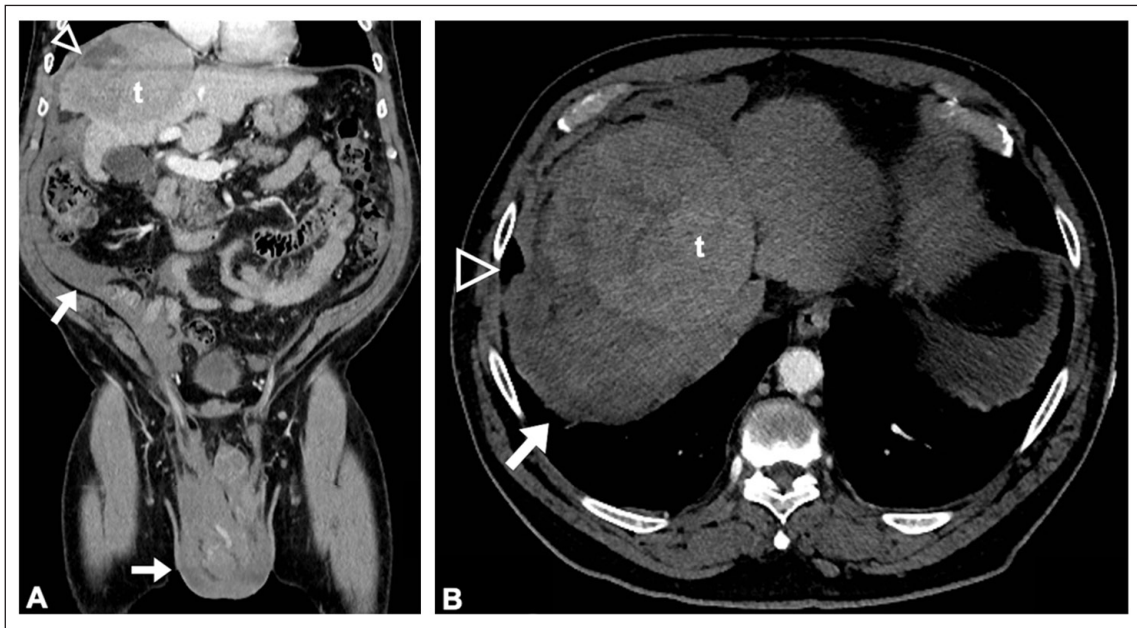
Tomografía computada de abdomen y pelvis con contraste intravenoso. Reconstrucción coronal (A) y corte axial (B). Masa en el domo hepático con realce heterogéneo (t), que presenta en su borde postero-superior un área hipodensa que interrumpe la superficie de la lesión (cabeza de flecha vacía) asociado a moderado hemoperitoneo que se extiende hacia caudal hasta el saco escrotal (flechas).
